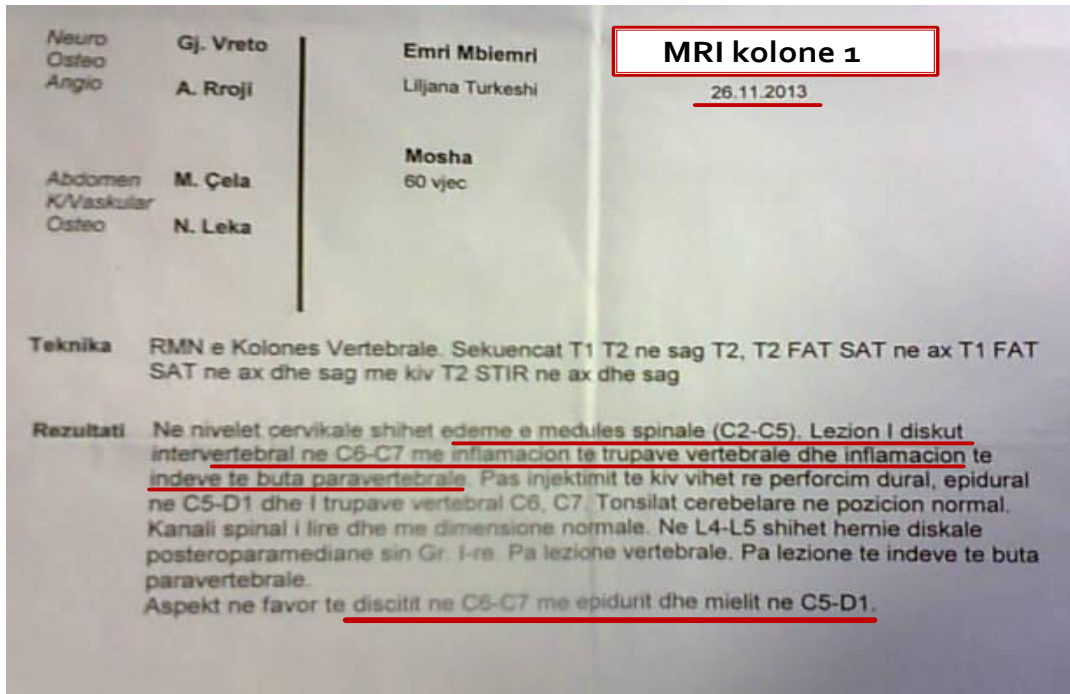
50Të dhëna të MRI kolone pacienti nr.19 (Discit në C6-C7 me epidurit, inflamacion të indeve të buta paravertebrale dhe mielit në C5-D1).
